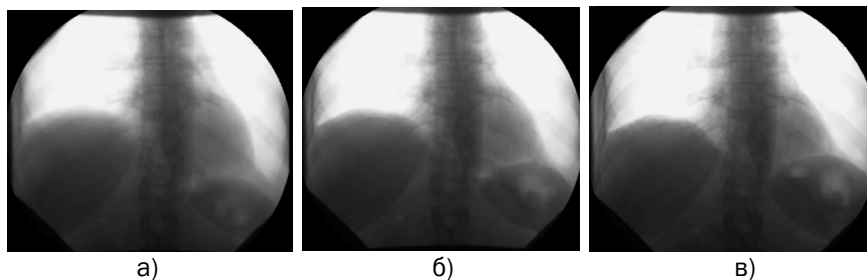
Пацієнтка М., 53 р. Параліч правого купола діафрагми. В анамнезі травма шийного відділу хребта. Sniff-тест. При рентгеноскопії високе положення правого купола діафрагми, його парадоксальний рух. Лівий купол діафрагми зміщується звичайно.
